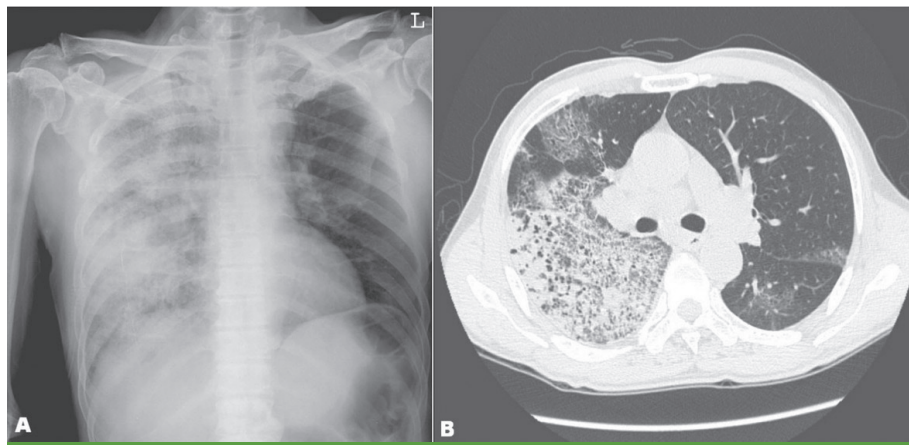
Chest radiograph of patient at admission (A) Simple chest radiography shows patchy consolidation in the right lung. (B) High-resolution computed tomography reveals consolidations and ground glass opacities in the right whole lung field.
